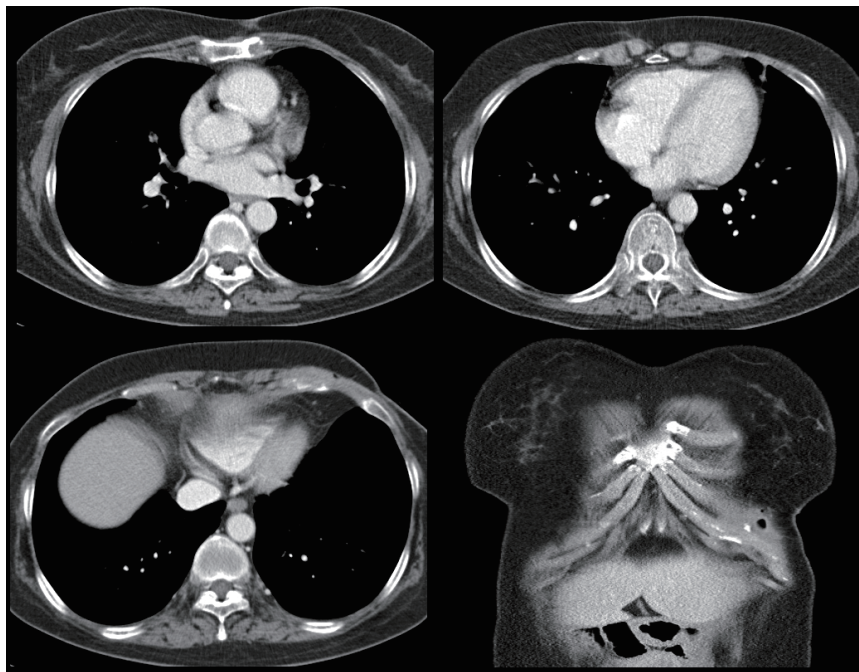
19 days of micafungin 100mg/d treatment followed by 28 days of voriconazole 400 mg/d treatment, contrast-enhanced CT scan shows improved abscess after micafungin and voriconazole therapy.
